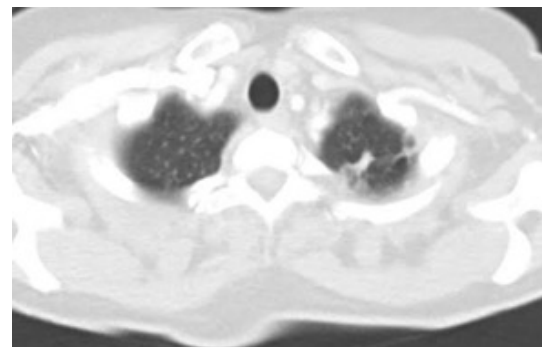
TC de tórax c/c: micronódulo calcificado y tractos fibróticos en lóbulo superior izquierdo
